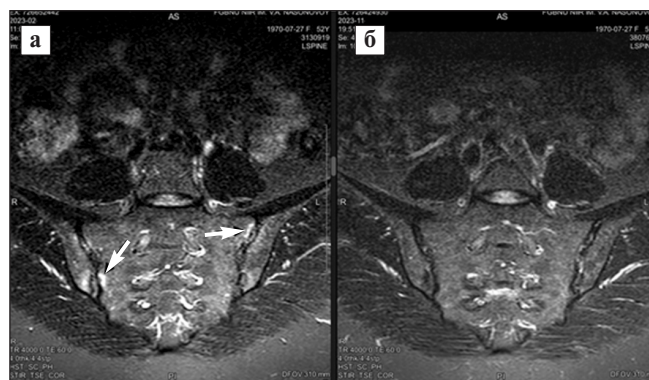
МРТ КПС (режим STIR, полукоронарная проекция) больной П., выполненная в феврале (а) и ноябре (б) 2023 г.: а – видны очаги остейта (стрелки); б – регресс очагов остейта на фоне терапии
